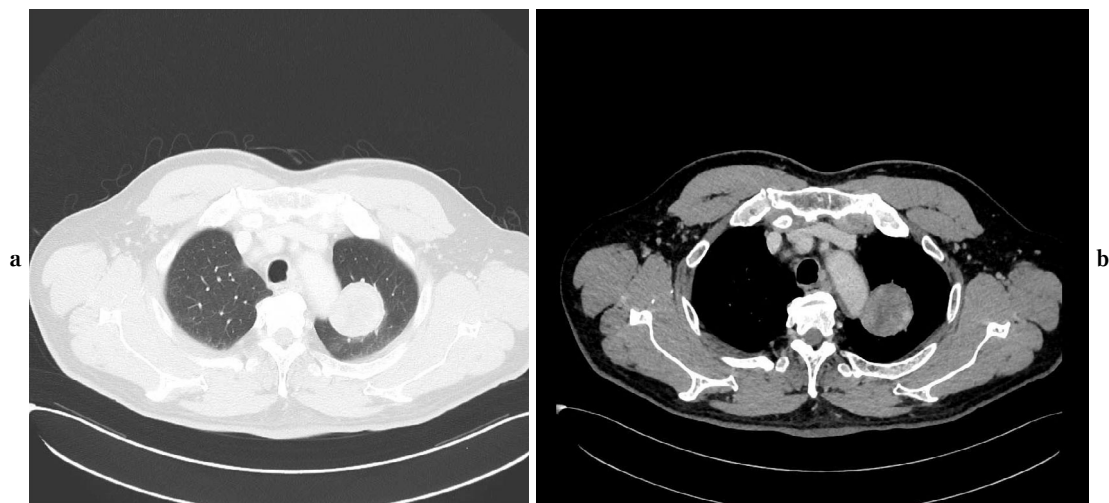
a, b: Chest computed tomography shows a large tumor in the left lung.
